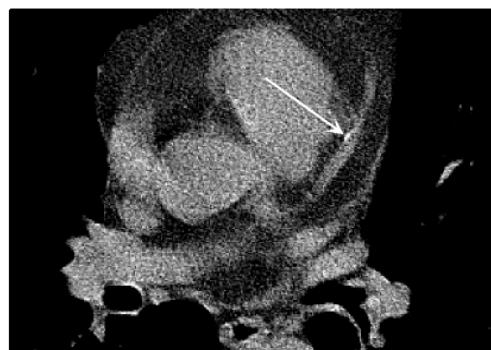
СКТ на уровне передней нисходящей артерии. Минимальный кальциноз в виде точечного включения в стенке артерии. Общий КИ – 10 ед.
